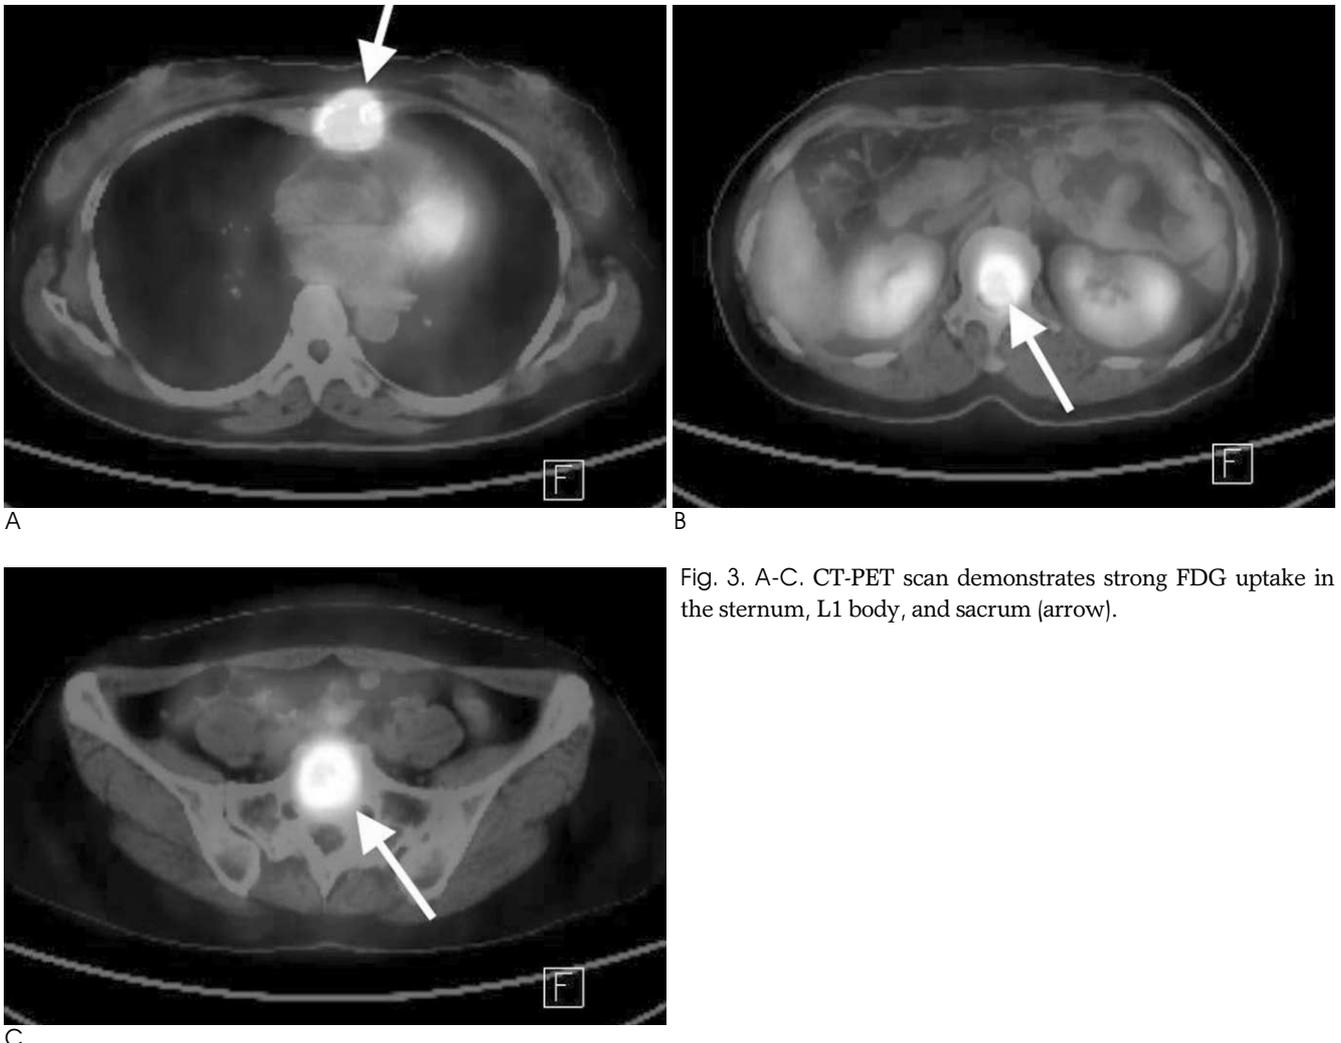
A-C. CT-PET scan demonstrates strong FDG uptake in the sternum, L1 body, and sacrum (arrow).
